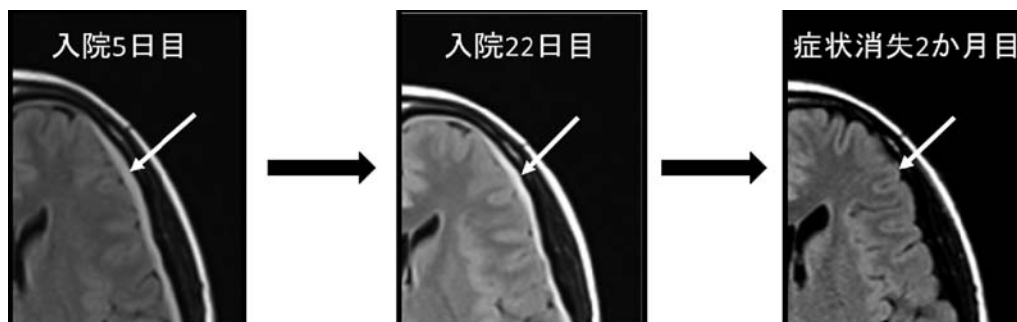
頭部 MRI 画像硬膜の造影効果の経時的観察
